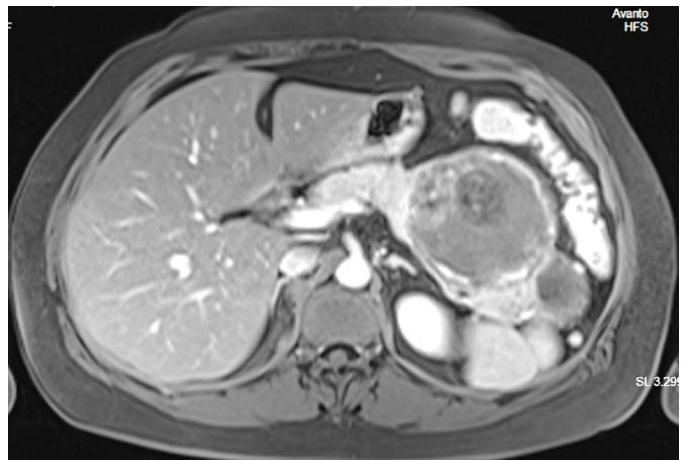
Resonancia magnética abdomen imagen masa redondeada de contornos lobulados, que mide aproximadamente 11 x 8 x 7 cm.
